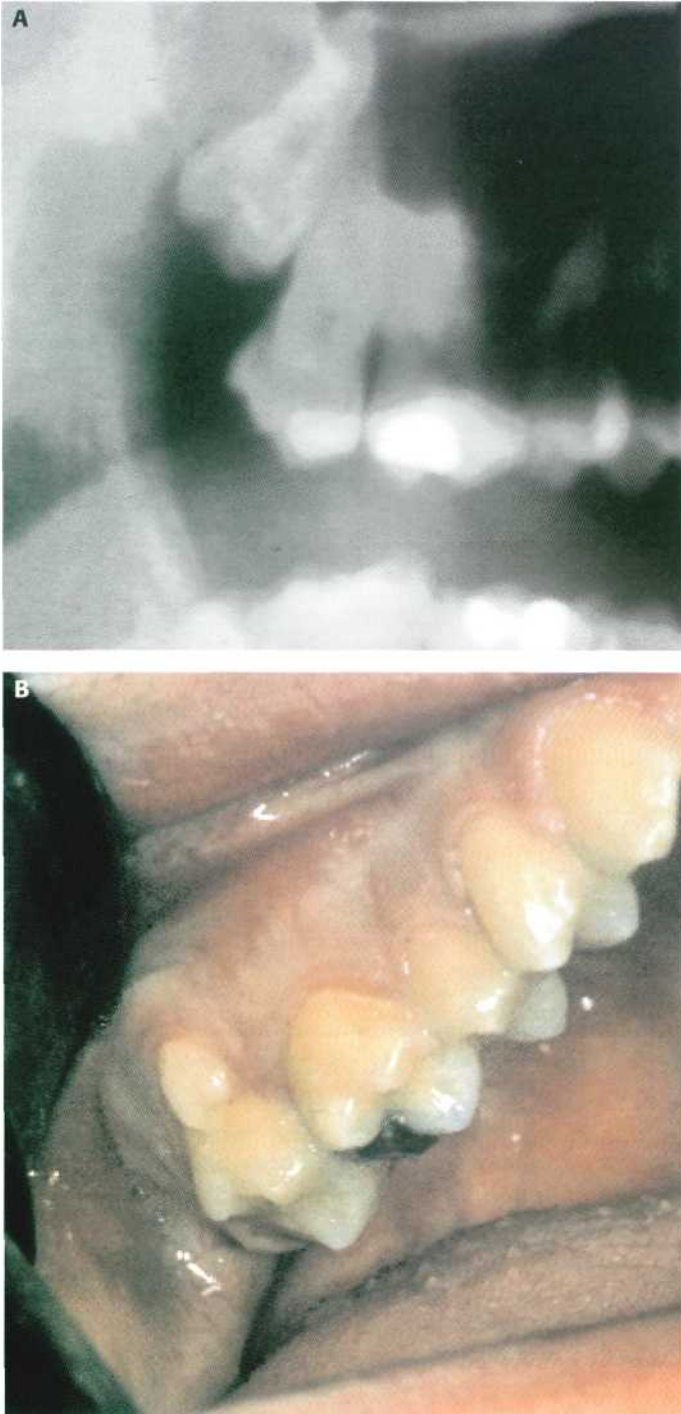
Paramolar situado por vestibular del 1.7. (A) Detalle de la ortopantomografía. (B) Imagen clínica del molar supernumerario erupcionado por vestibular.
